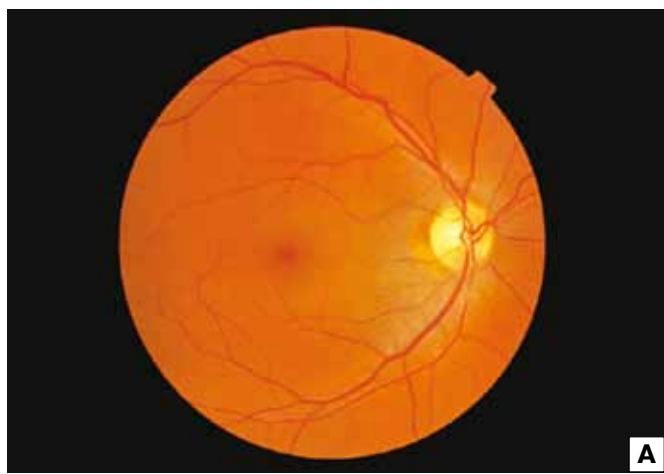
Больная Л. А — увеальная меланома внецентральной локализации; Б — оптическая когерентная томография. Опухолеассоциированная дистантная макулопатия. Диффузный ретинальный отек.
